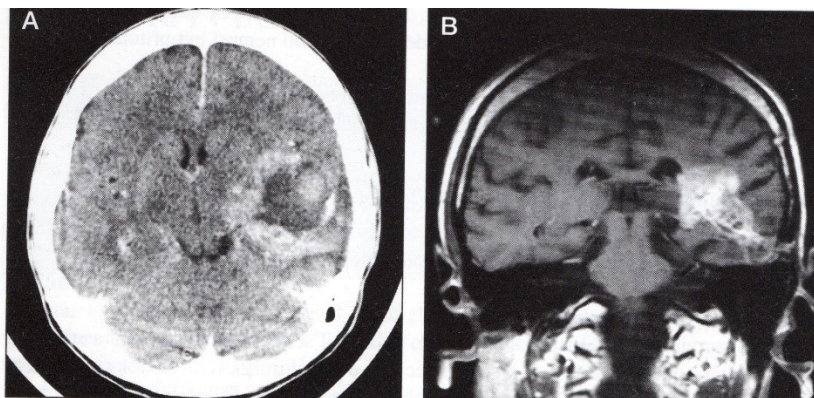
Astrocytom grade II v temporálním laloku vlevo, A: CT po KL, B: MR obraz T2 po KL [12]
